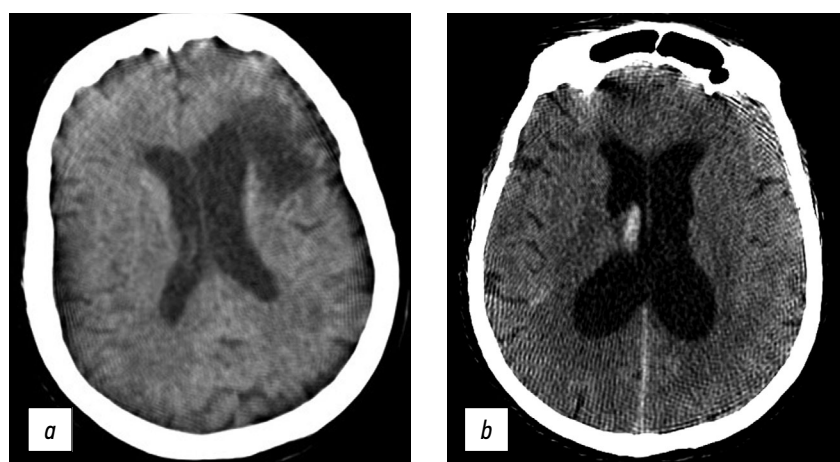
大脑轴向电算断层扫描图像：*a*——左侧脑室前角、脑室周围、皮层下3mm密度降低区域的重建图像（左侧大脑中动脉周围亚急性脑循环障碍的CT图像）；*b*——蛛网膜下腔出血区域（1mm），血液渗入脑室系统（代偿性脑积水）。
